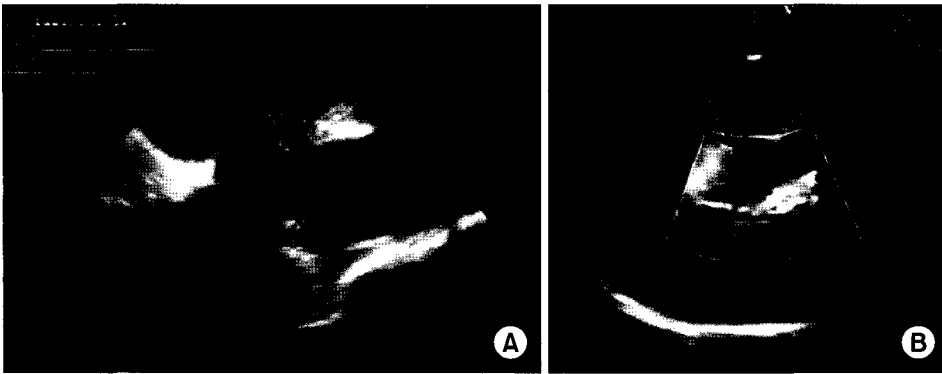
Transesophageal echocardiography showed thickened wall of aortic sinus secondary to Takayasu's aortitis (A) and transthoracic echocardiography showed severe aortic regurgitation in the parasternal long axis view (B).
